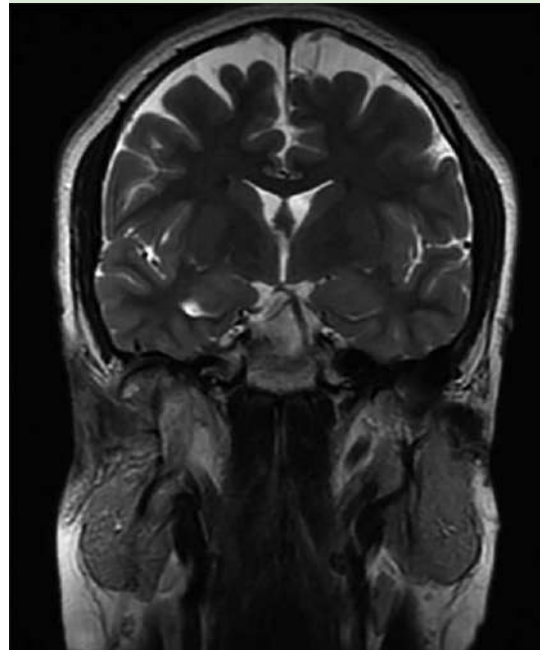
Corte coronal de resonancia magnética de cráneo en secuencia T2, se observa un tumor de intensidad heterogénea, con infiltración al espacio masticador.
